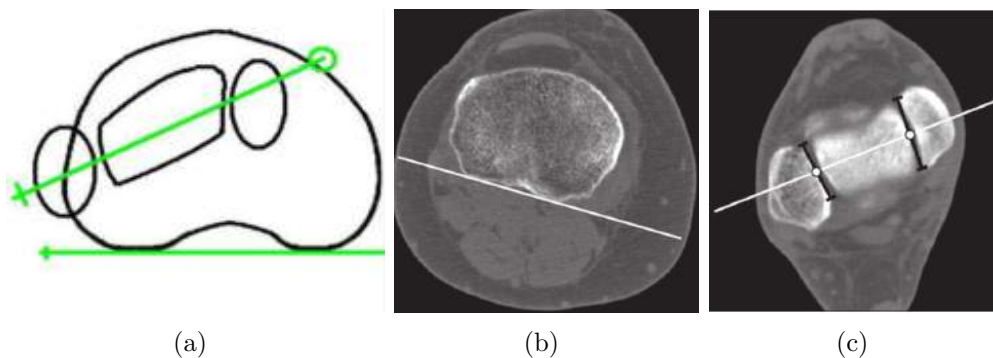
Medição do ângulo de torção tibial: (a) Representação esquemática para a realização da medição do ângulo de torção tibial, retirado de [42]; (b) Medição da primeira linha para traçar o ângulo de torção tibial, nos pratos tibiais em imagem axial de TC, retirado de [50]; (c) Medição da segunda linha para traçar o ângulo de torção tibial em imagem axial de TC, nos maléolos, retirado de [50].
